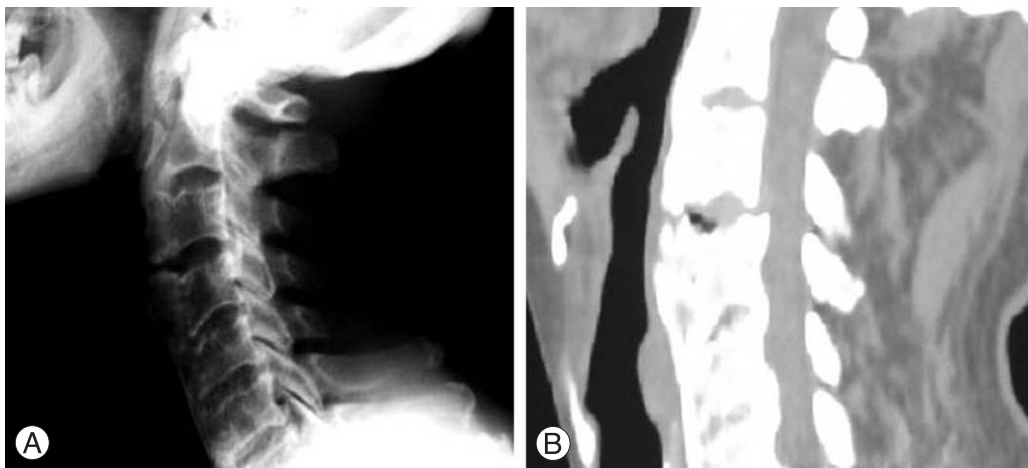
(A) and (B) Postoperative cervical spine lateral radiograph and sagittal CT scan show no osteophytes between C3 and C4.
